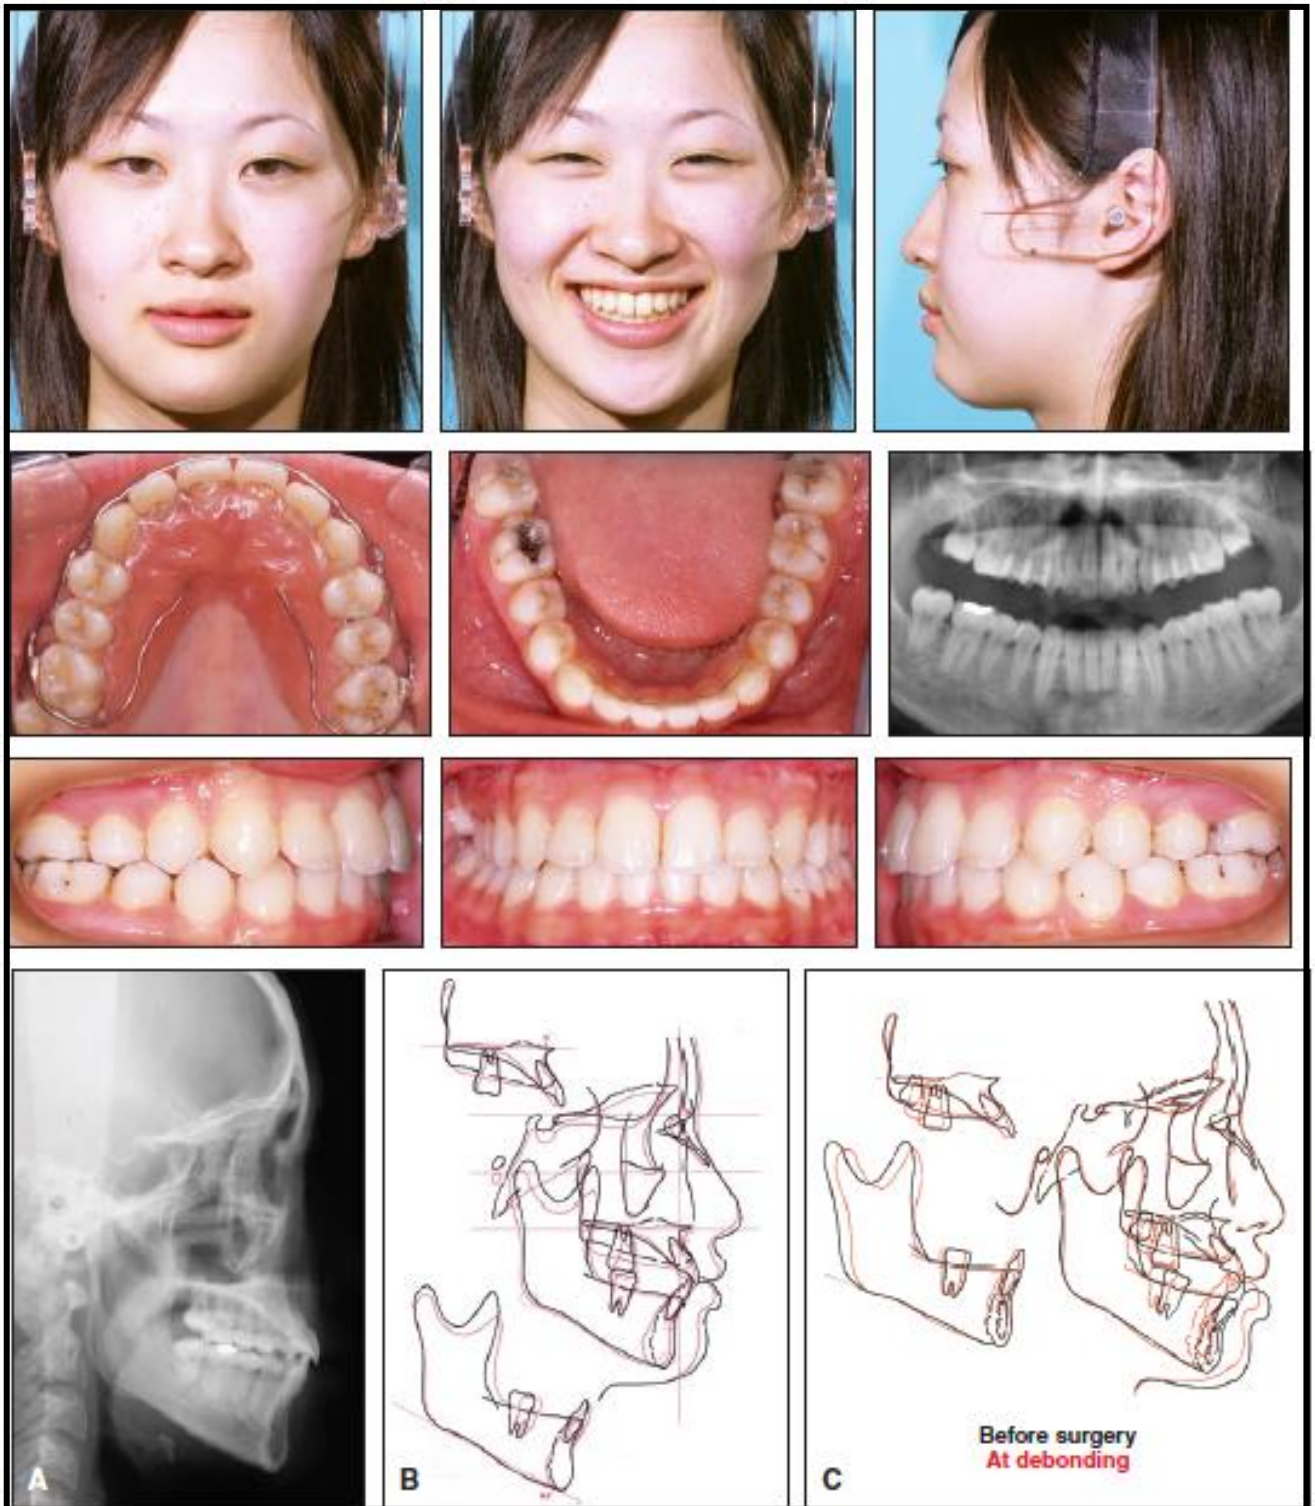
Les données cliniques et radiographiques après la dépose de l'appareil multi-attaches et contention. ^[114]
